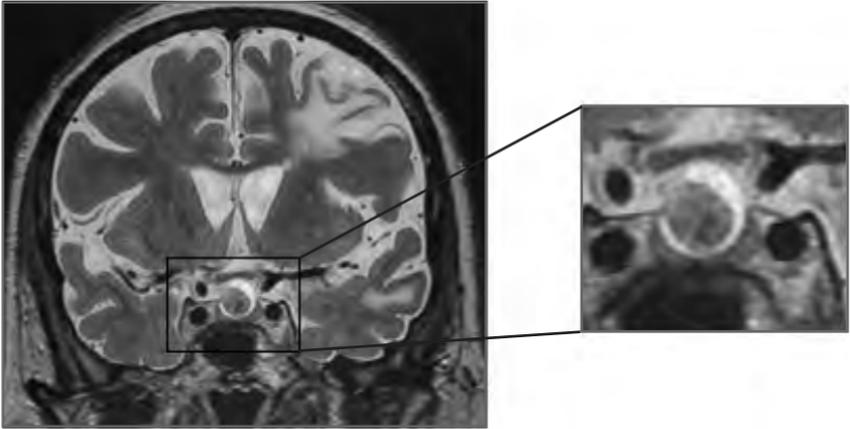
RM cranoencefálica (ponderação T2) e pormenor do quisto da bolsa de Rathke.
